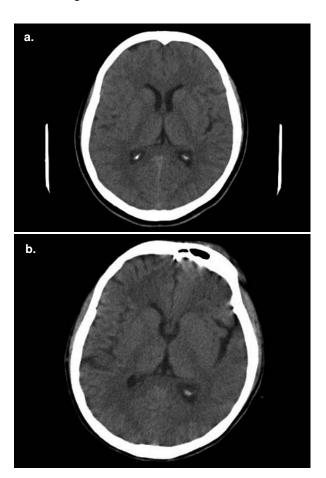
Comparación de las TC simples de cráneo de la paciente del caso 1. a. En la TC realizada en el momento de ingreso al hospital no se observaron alteraciones patológicas. b. Última TC realizada en la institución, en la cual se evidencia aumento de la amplitud de la cisura silviana y de los surcos corticales en forma difusa, con preservación de las estructuras de la línea media (cortesía de Vicente Aljure Reales).
